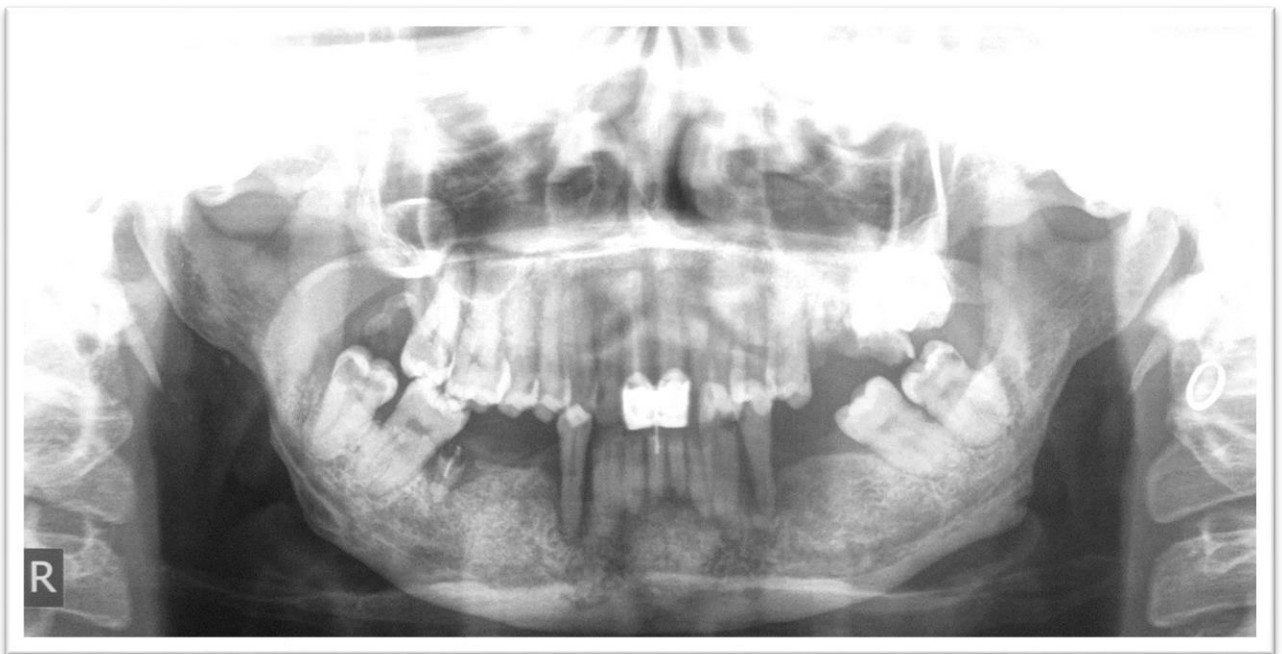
Ortopantomografía. Se observan los cambios de los ángulos mandibulares y la modificación de la arquitectura mandibular.
